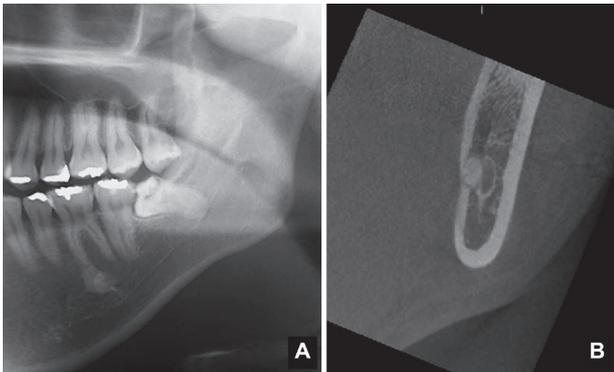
下顎左側8領域のパノラマエックス線写真と歯科用CBCTのcross section画像. パノラマエックス線写真(A)では下顎管と下顎左側8の根尖が重なっている. 歯科用CBCT(B)では下顎左側8と近接する下顎管の側壁が一部消失している. 下顎左側8と下顎管との接触を示している.
